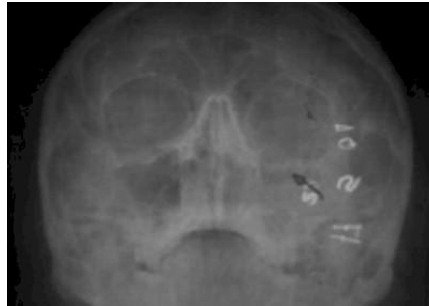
Radiografía de Waters en donde se observa fractura del piso de órbita. ¹⁵
